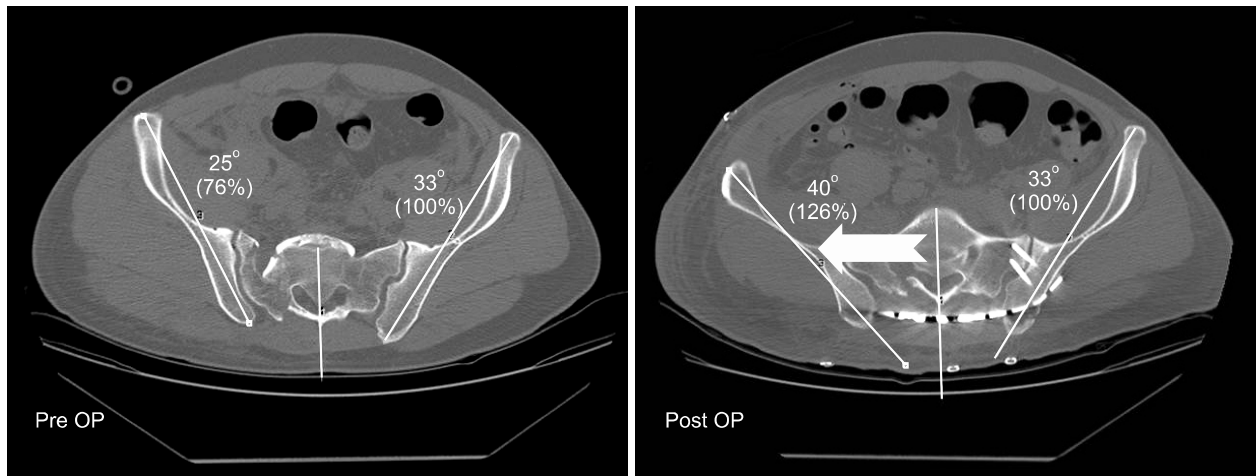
Rotational displacement was evaluated with a comparison of pre- and post-operative computed tomography scans. Pre OP: Preoperative, Post OP: Postoperative.
